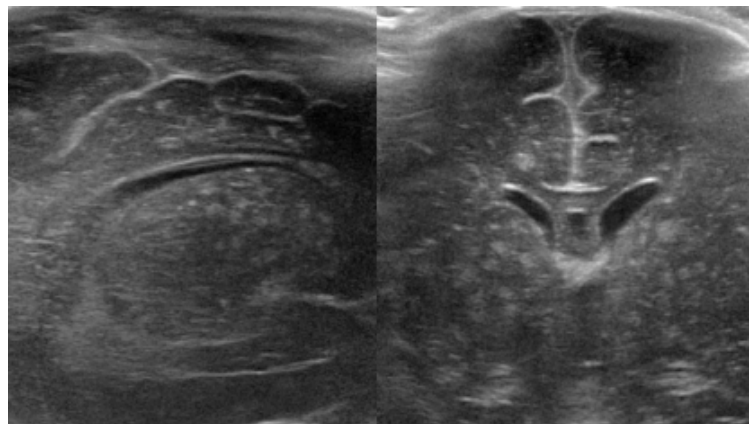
Brain sonography on 25th hospital day. Newly developed numerous ovoid nodular hyperechoic lesion in whole brain.
